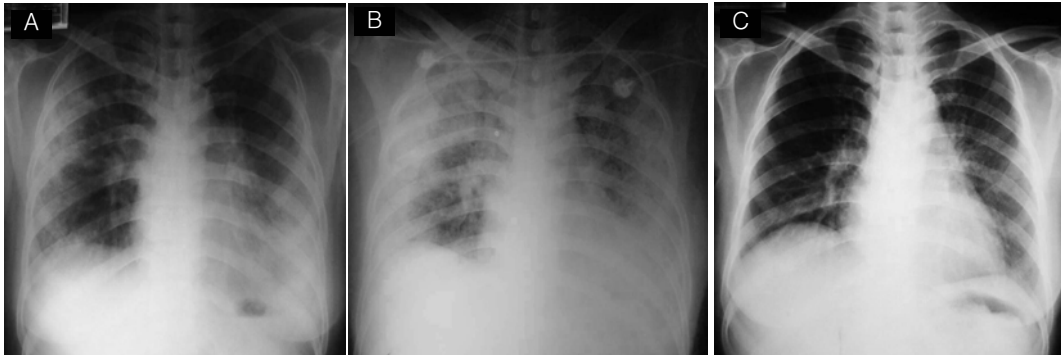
The chest X-ray shows a ground-glass appearance in both peripheral lung fields(A). 3 Days later after admission, the chest X-ray shows the diffuse haziness on the whole lung field (B). 13 Days later after discharge, the chest X-ray shows the completely improvement of a previous lung lesion on both lung fields(C).
